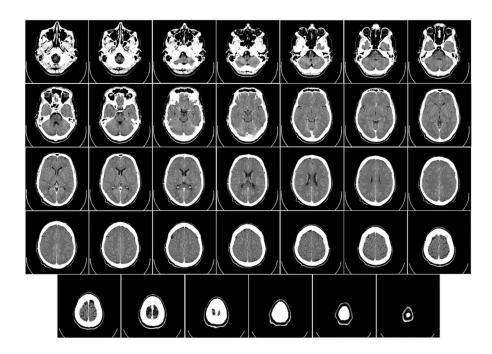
Computertomographie Visualisierung
